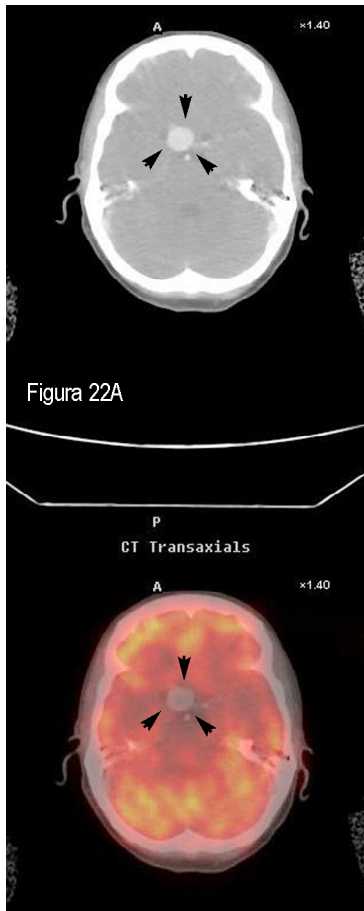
Paciente con LZM esplénico (ID 91) en la estadificación inicial. A: Imágenes axiales de TC DA con civ (arriba) y PET/TC DA (abajo) a la altura del polígono de Willis, donde se observa imagen redondeada replecionada de contraste en relación con aneurisma de carótida interna derecha supraclinoidea (puntas de flecha). B: Imágenes axiales de TC DB sin civ y PET/TC DB que muestran cómo dicho aneurisma pasa desapercibido debido a la ausencia de civ. El aneurisma se confirmó con angio-RM y angiografía convencional, y fue embolizado con éxito posteriormente.
